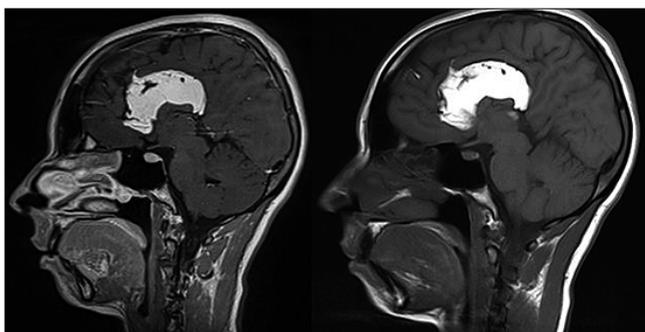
MRI brain, sagittal section, reports high intensity lesion sequence T1 and T2, which is performed with the dye and is in supracallosa midline, no edema, midline preserved, open tanks.
